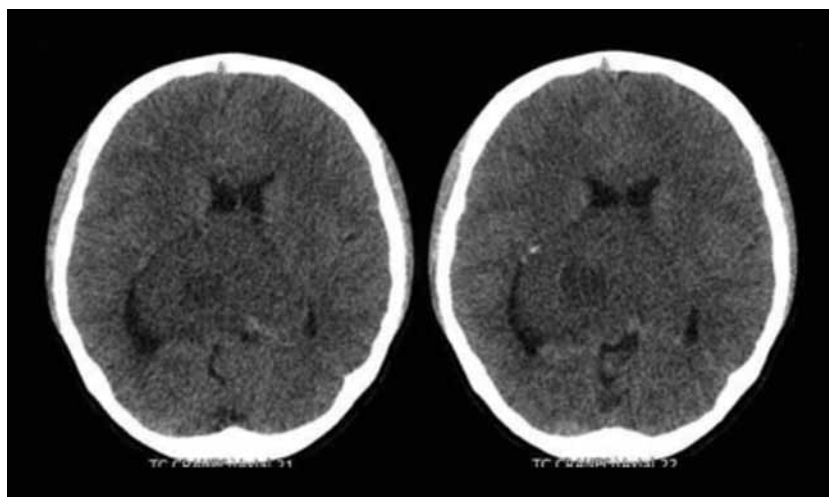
TAC cerebral simple: imagen de masa parasagital bilateral, comprometiendo la región talámica con mayor severidad del lado derecho y densidad no homogénea con efecto compresivo local. Rechazo de los ventrículos laterales en sentido lateral.
